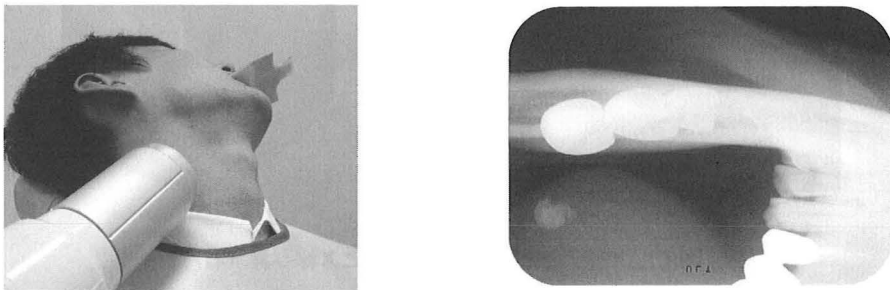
下顎後前斜位撮影の概観（左）とX線写真（右）
